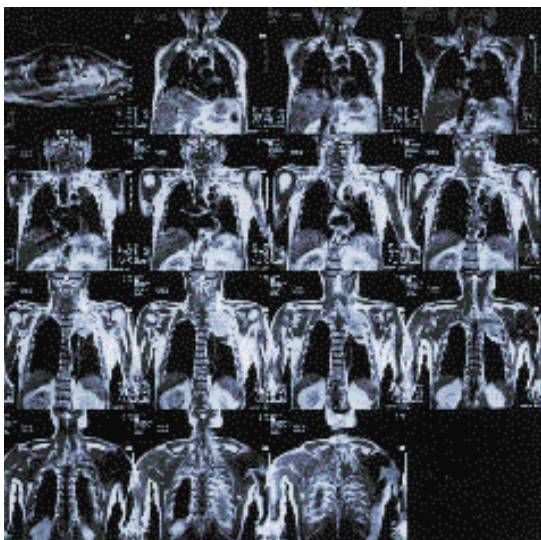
Magnetic Resonance Imaging(MRI) photograph from coronal section. Note the left apical mass of lung.
